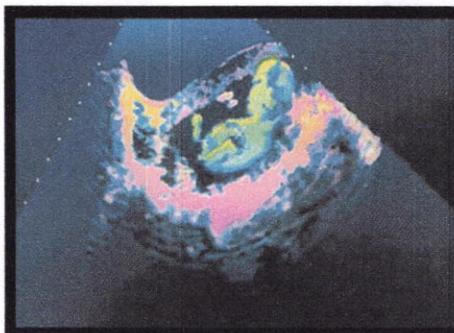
Échographie obstétricale
